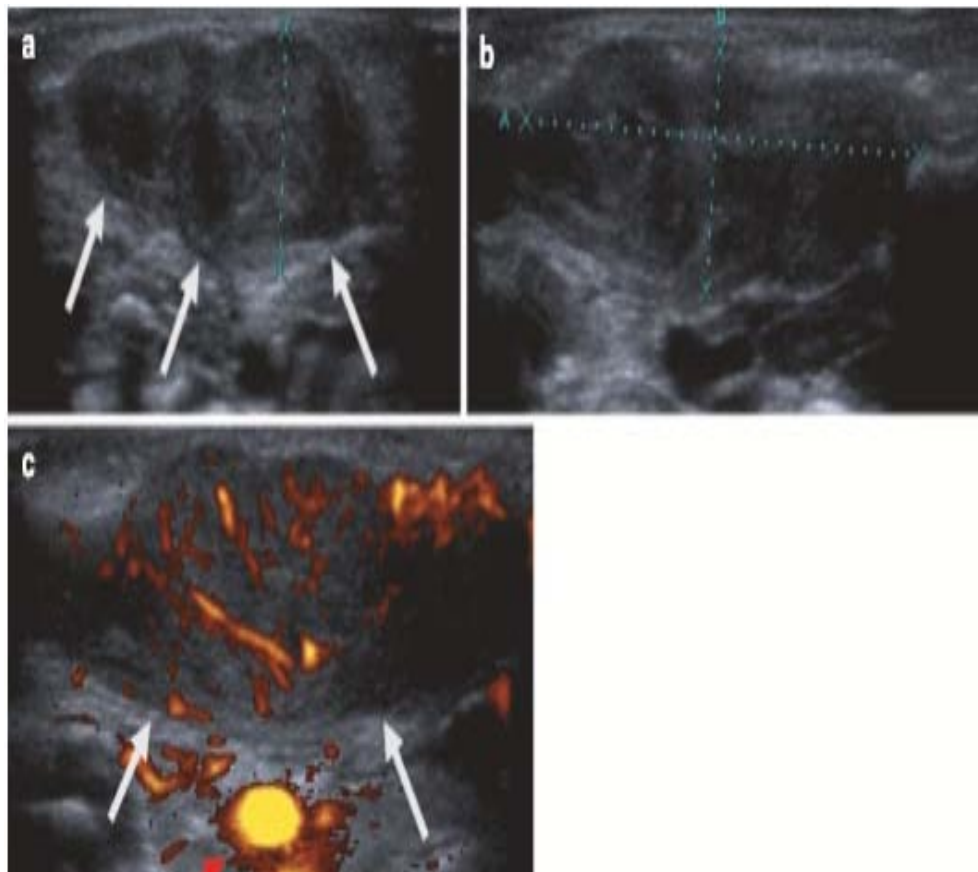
Échographie transversale (a) et longitudinale (b) et échographie Doppler (c) du tiers moyen du muscle sternocléidomastoïdien (flèches) chez une fille de 4 semaines. L'échotexture musculaire normale n'est pas présente dans la masse qui démontre à la fois hypo- et hyper-composants réfléchissants (a, b). Doppler démontre une augmentation du flux sanguin dans la masse. La flèche inférieure pointe vers l'artère carotide (c).(150)
